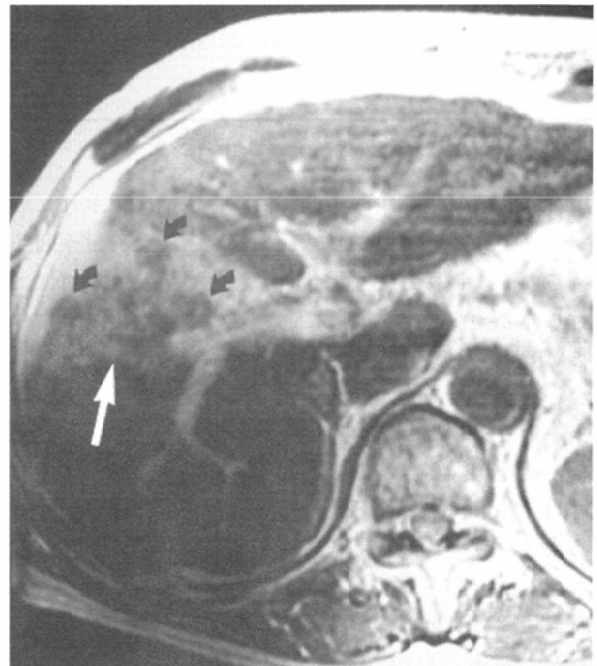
集簇性肝線維症のフェルモキシデス造影MRI像。肝門部から肝辺縁にかけて、肝表の陥凹を伴う線維化部が楔状の低い高信号として認められる(矢印)。内部にはフェルモキシデスを取り込んだ再生結節が低信号領域として認められる(小曲矢)。(Abdominal Imaging<sup>12)</sup>より許可を得て転載)
